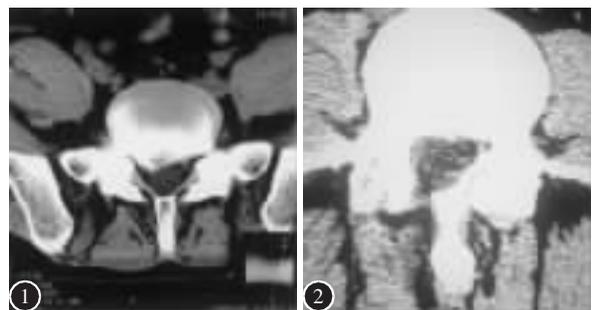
术前 CT 示右侧神经根受压 图 2 经后路椎间盘治疗术后 CT 示神经根减压
